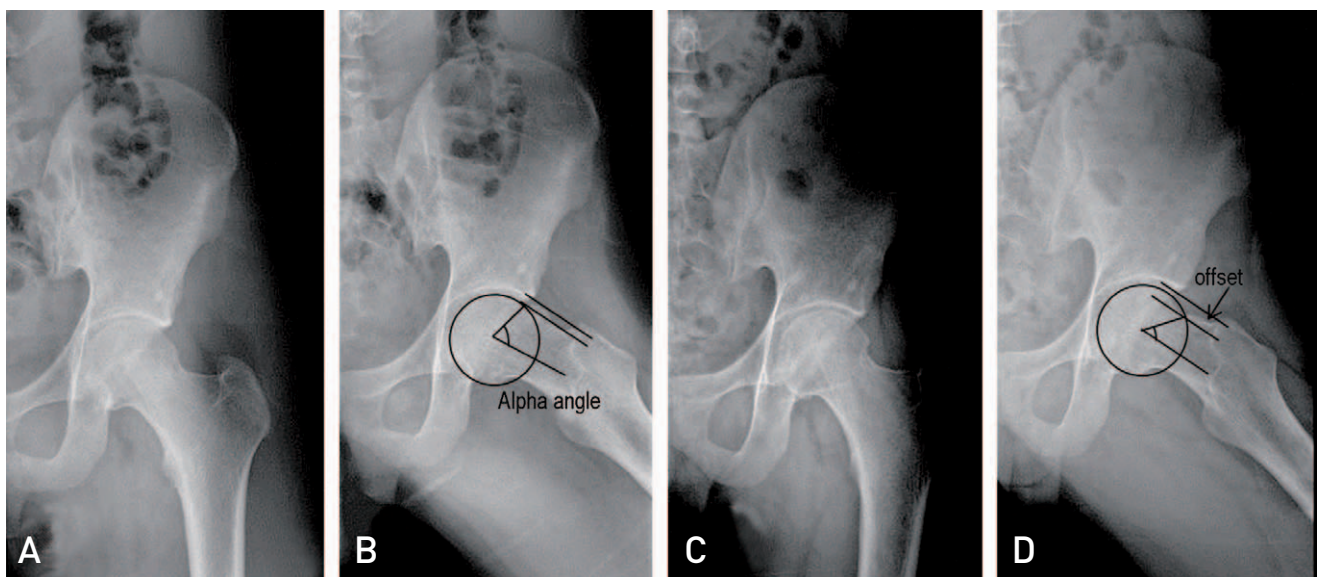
Pre-operative anteroposterior (A) and frog leg (B) radiographs of the left hip show asphericity of femoral head and mild pistol-grip deformity and negative head-neck offset and alpha-angle. Alpha angle is shown at B and D. Post-operative anteroposterior (C) and frog leg (D) radiographs show restored sphericity of the femoral head and restored impingement free head-neck offset. The head-neck offset is distance between two parallel lines (B, D).
